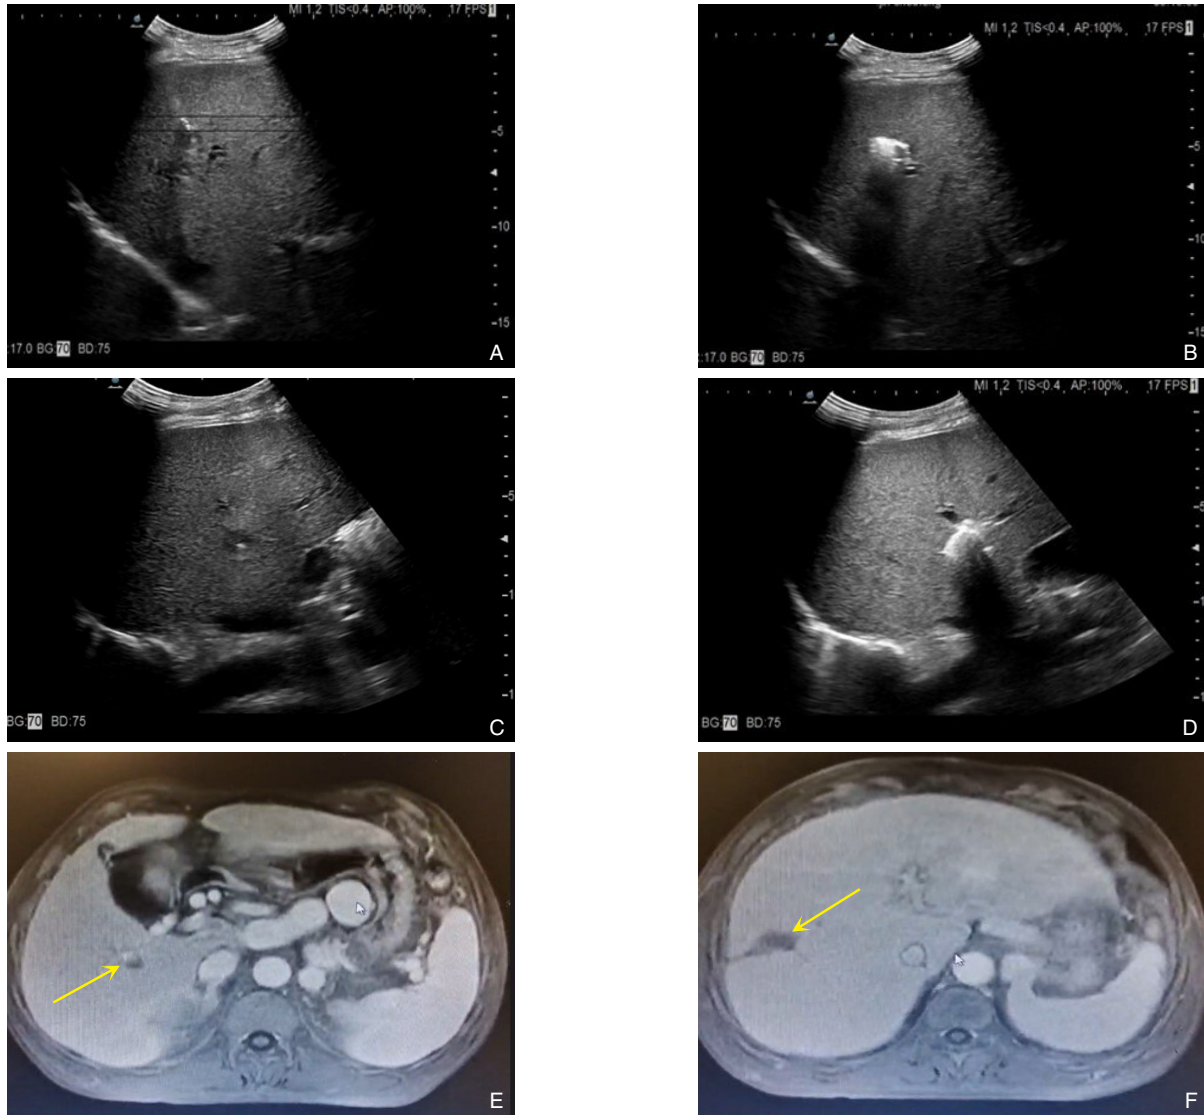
肝S5、S8段病灶微波消融术 A-B: S5段肿瘤超声下定位、消融; C-D: S8段超声定位、消融; E-F: S5、8段消融后肿瘤组织液化坏死
